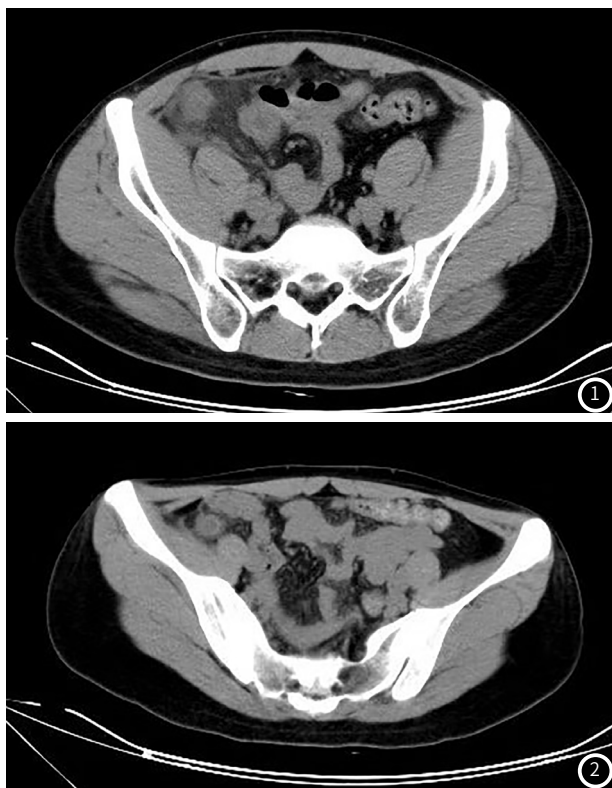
~2 CT平扫示阑尾明显增粗,壁环周性增厚,周围脂肪间隙模糊。
